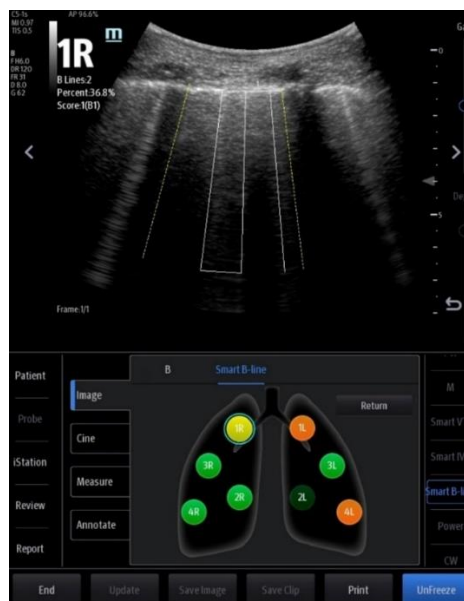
Aperçu de l'outil Smart B line sur l'échographe TE7 de Mindray
